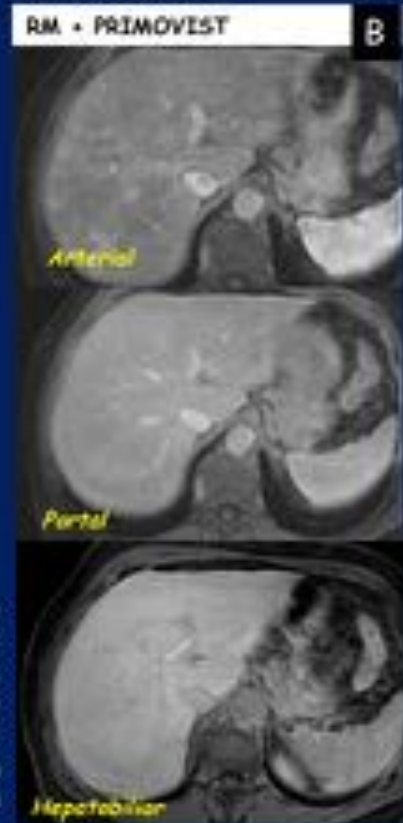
En el examen de RM contrastado con Primovist en el mismo paciente que en A, se observa la presencia de múltiples áreas pseudonodulares de hipercaptación arterial de predominio periférico, que se hacen isointensas en fase portal y de equilibrio correspondientes a zonas de hipercaptación transitoria en el contexto de la hepatopatía difusa. En la fase hepatobiliar persisten isointensas; información adicional que apoya el diagnóstico y descarta el hepatocarcinoma.
